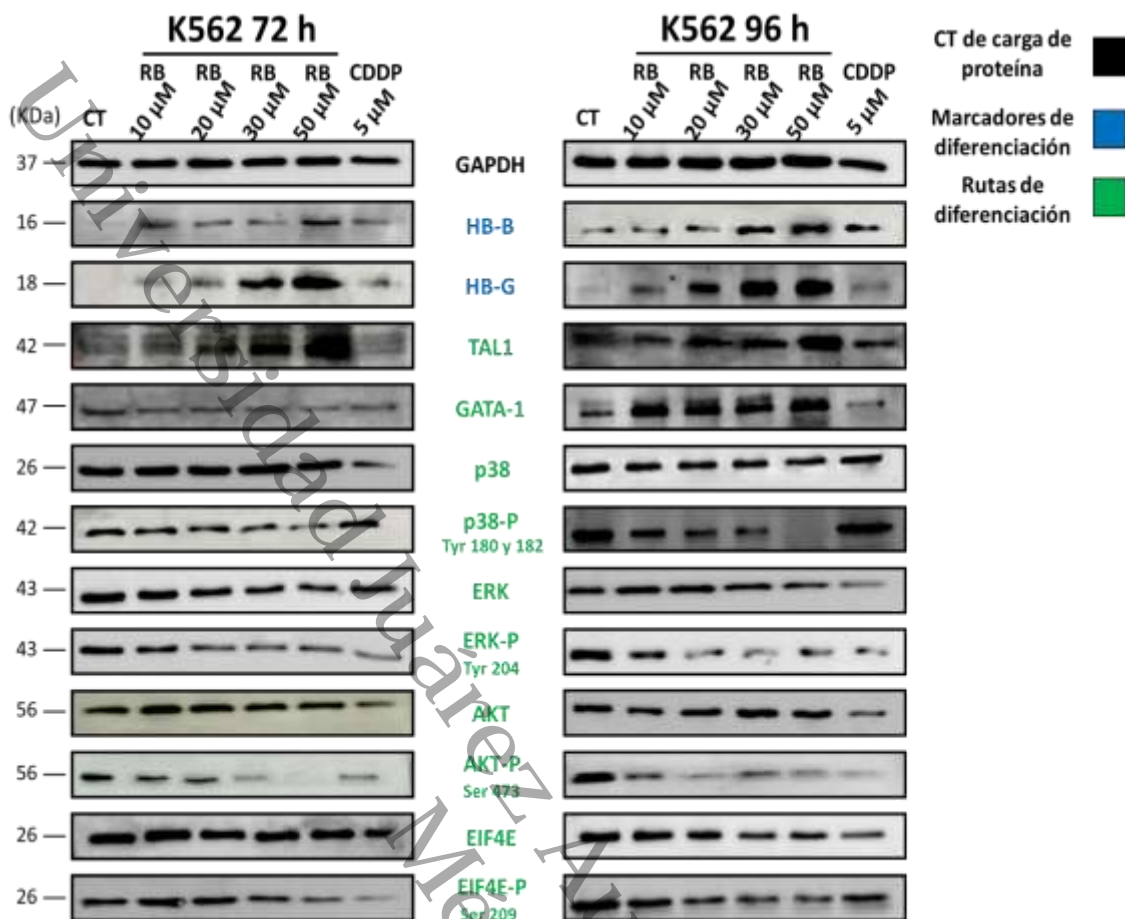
Niveles de expresión de proteínas a 72 y 96 h de tratamiento con ribavirina, CT: control, RB: ribavirina, CDDP: cisplatino.
